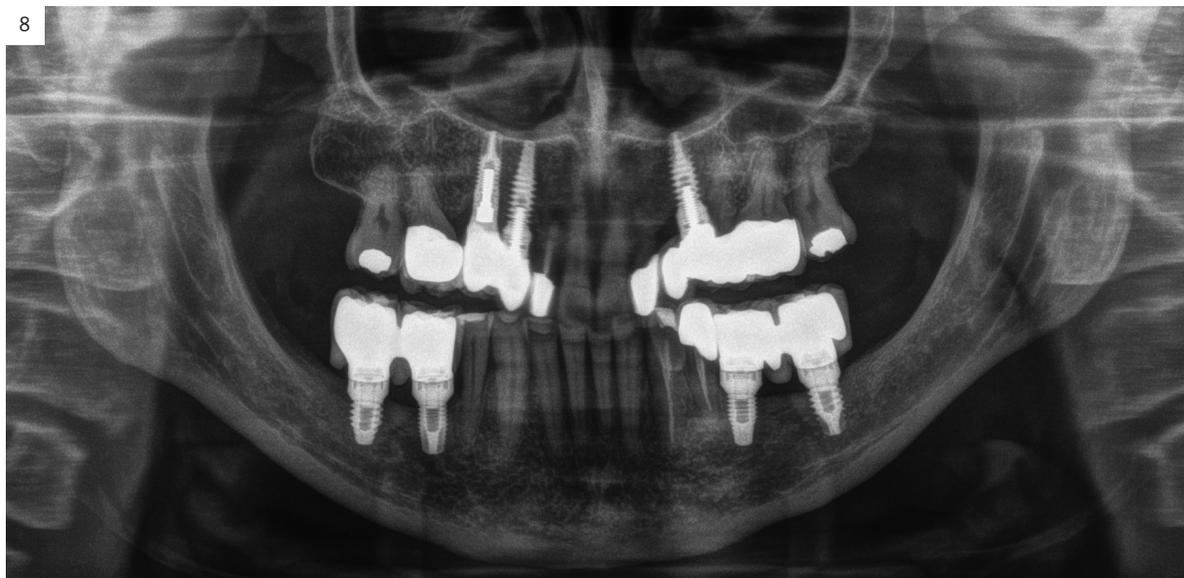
Radiografía al año de finalización del tratamiento.
